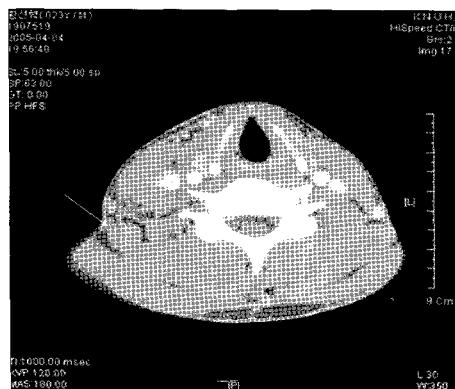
Pre-op CT: Abnormally enlarged lymph node between posterior of SCM and anterior to trapezius muscle, 17mm in diameter (Arrow).
